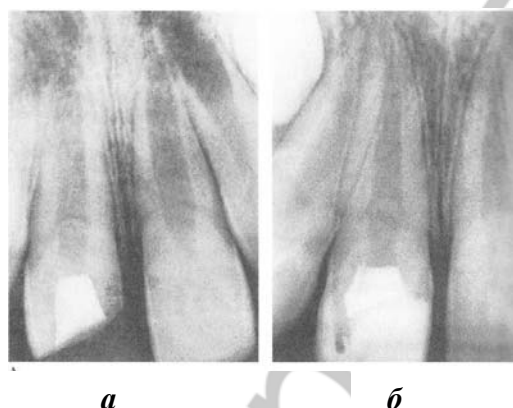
Рентгенограмма правого верхнего центрального резца 9-летней пациентки: *а* — спустя 2 месяца после витальной пульпотомии с наложением гидроокиси кальция. В пришеечной области отмечается формирование дентинного мостика; *б* — контрольная, через 12 месяцев после лечения. Наблюдается нормальное формирование корня после пульпотомии: его рост в длину и сужение апикального отверстия (по данным Leif Tronstad, 2006).
